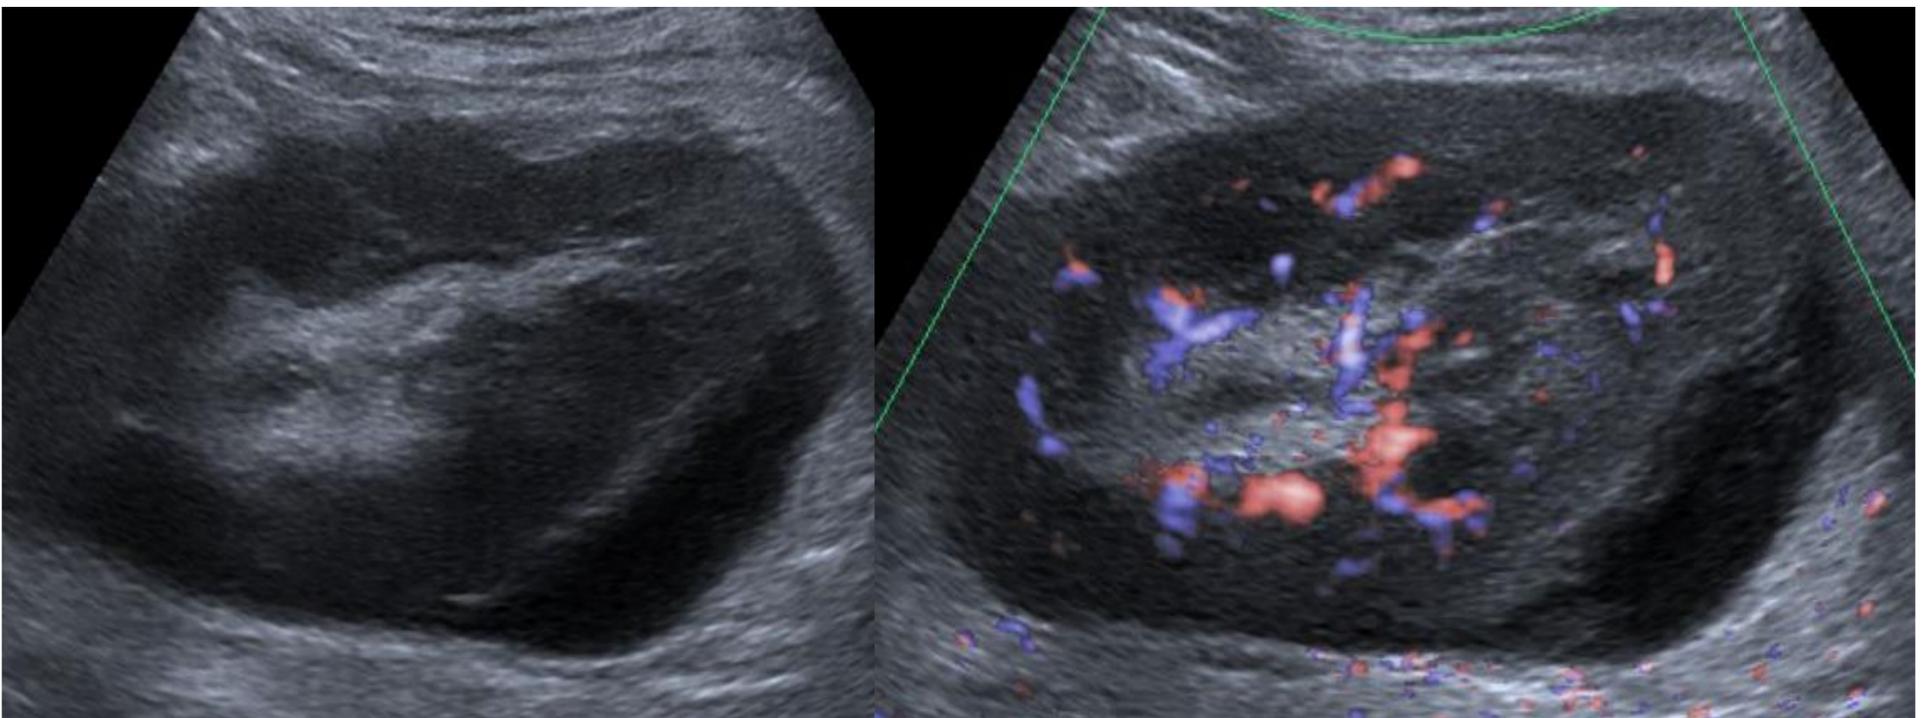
Se objetiva imagen sugestiva de colección subcapsular que impronta en el seno renal, de dimensiones aprox. 9 x 6 cm., con ausencia de señal Doppler color en su interior, compatible con cambios evolutivos de hematoma subcapsular.
